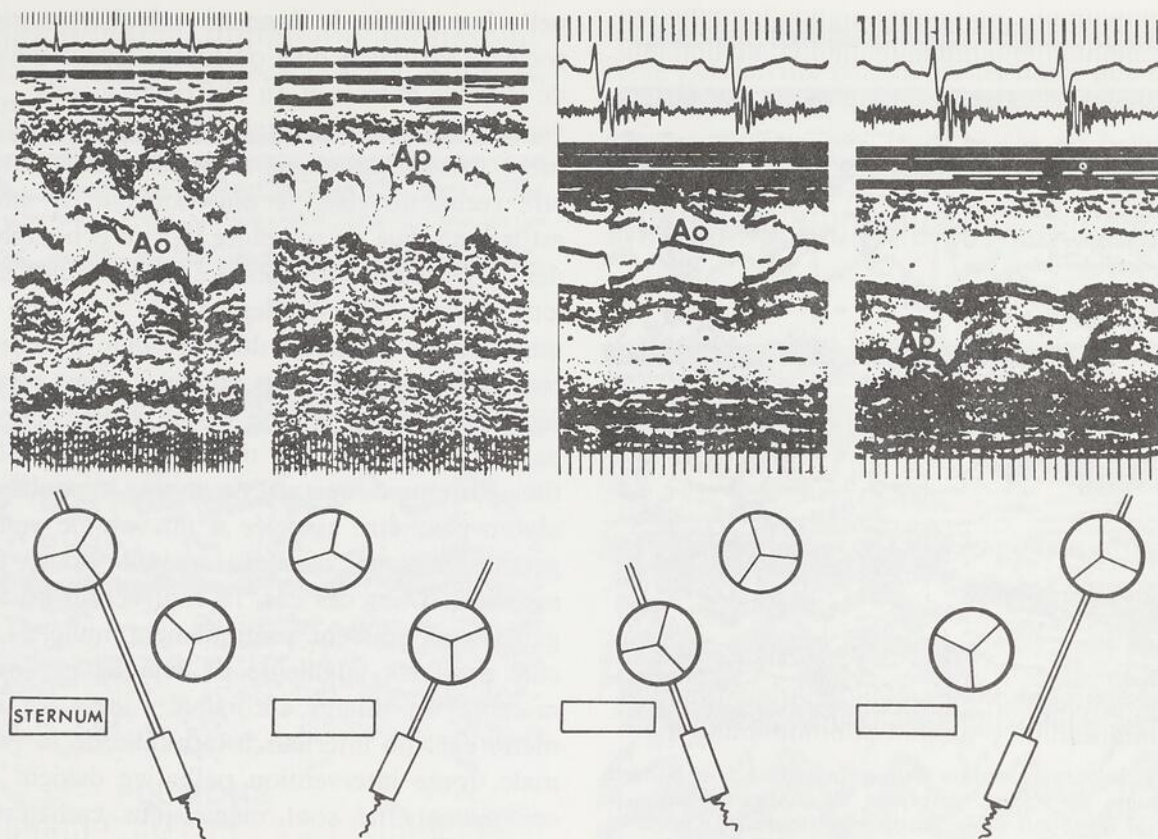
Sur la partie de gauche de cette figure, un montage de l'échocardiogramme des gros vaisseaux démontre leur relation normale. En orientant le faisceau d'ultrasons vers la droite, on enregistre l'aorte dans la partie postérieure du tracé. Lorsqu'à partir de l'aorte on oriente le transducteur plus haut et vers la gauche, on obtiendra l'artère pulmonaire que l'on enregistre sur la partie antérieure du tracé (chez ce nourrisson de 8 mois, porteur d'une CIV avec hypertension pulmonaire, l'aspect inhabituel du mouvement des feuillets sigmoïdiens pulmonaires et aussi l'augmentation du diamètre de cette artère peuvent être une conséquence de l'hypertension artérielle pulmonaire^{15, 52}). Sur la partie droite de la figure, un montage démontre la relation spatiale typique des gros vaisseaux en cas de dextrotransposition. L'aorte est enregistrée à droite antérieurement sur le tracé et l'artère pulmonaire à gauche, postérieurement. On remarquera qu'après une ouverture systolique complète des feuillets sigmoïdiens de l'artère pulmonaire, ceux-ci se referment partiellement et sont maintenus en position de demi-fermeture jusqu'en fin de la systole sans réouverture complète. Cet aspect suggère fortement une obstruction sous-pulmonaire⁸⁶ confirmée lors de la correction totale (garçon de 2 ans : D-TGV et sténose sous-pulmonaire membraneuse).
